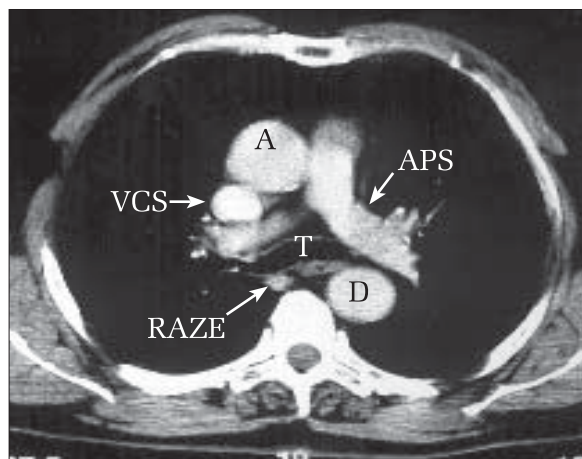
Secțiune axială CT la nivelul arterei pulmonare stângi. Se evidențiază: artera pulmonară stângă (APS), aorta ascendentă (A), aorta descendentă (D), vena cavă superioară (VCS), recesul azigoesofagian (RAZE), bifurcația traheii (T).
